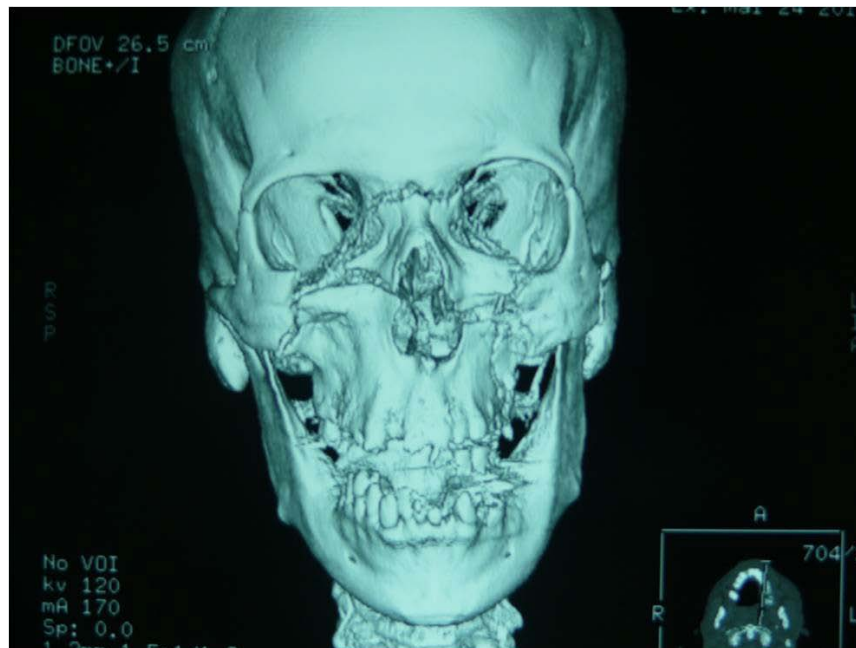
Image TDM montrant une fracture du complexe naso-ethmoïdo-maxillo-fronto-orbitaire+Lefort II
